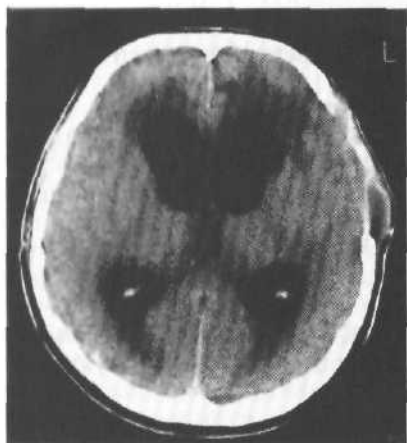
КТ-картина посттравматической гидроцефалии: выраженное расширение желудочковой системы, отсутствие субарахноидальных щелей по конвексу, грубый перивентрикулярный отек с преимущественной локализацией в области передних рогов боковых желудочков.
